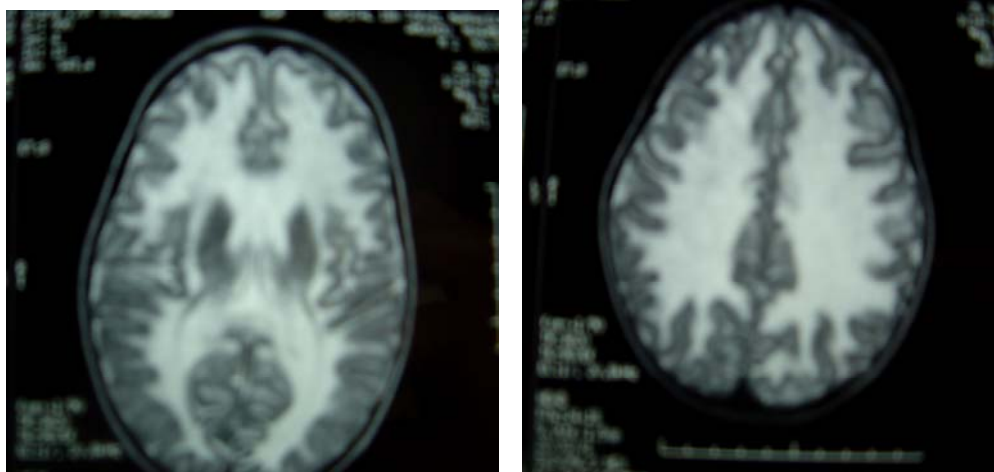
IRM cérébrale montrant une LD diffuse.
